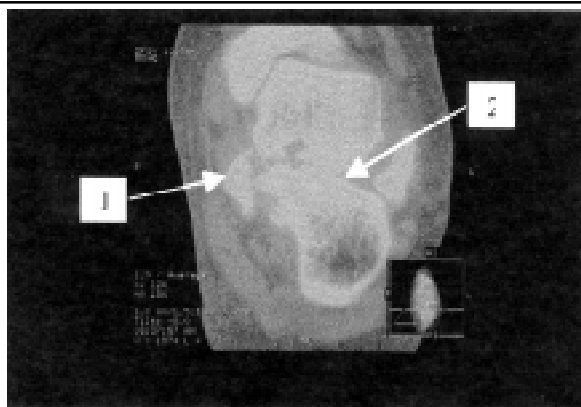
Deux ans après l'accident, la TDM du pied gauche montre le fragment du *sustentaculum tali* pseudarthrosé (1) et de l'arthrose subtalienne (2).
